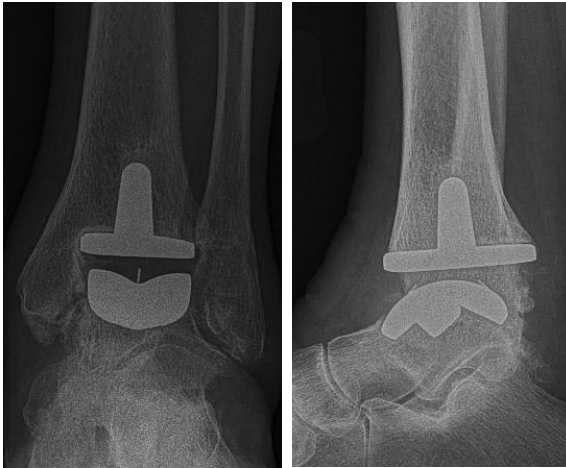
A simple radiograph of total ankle arthroplasty (Mobility™).
